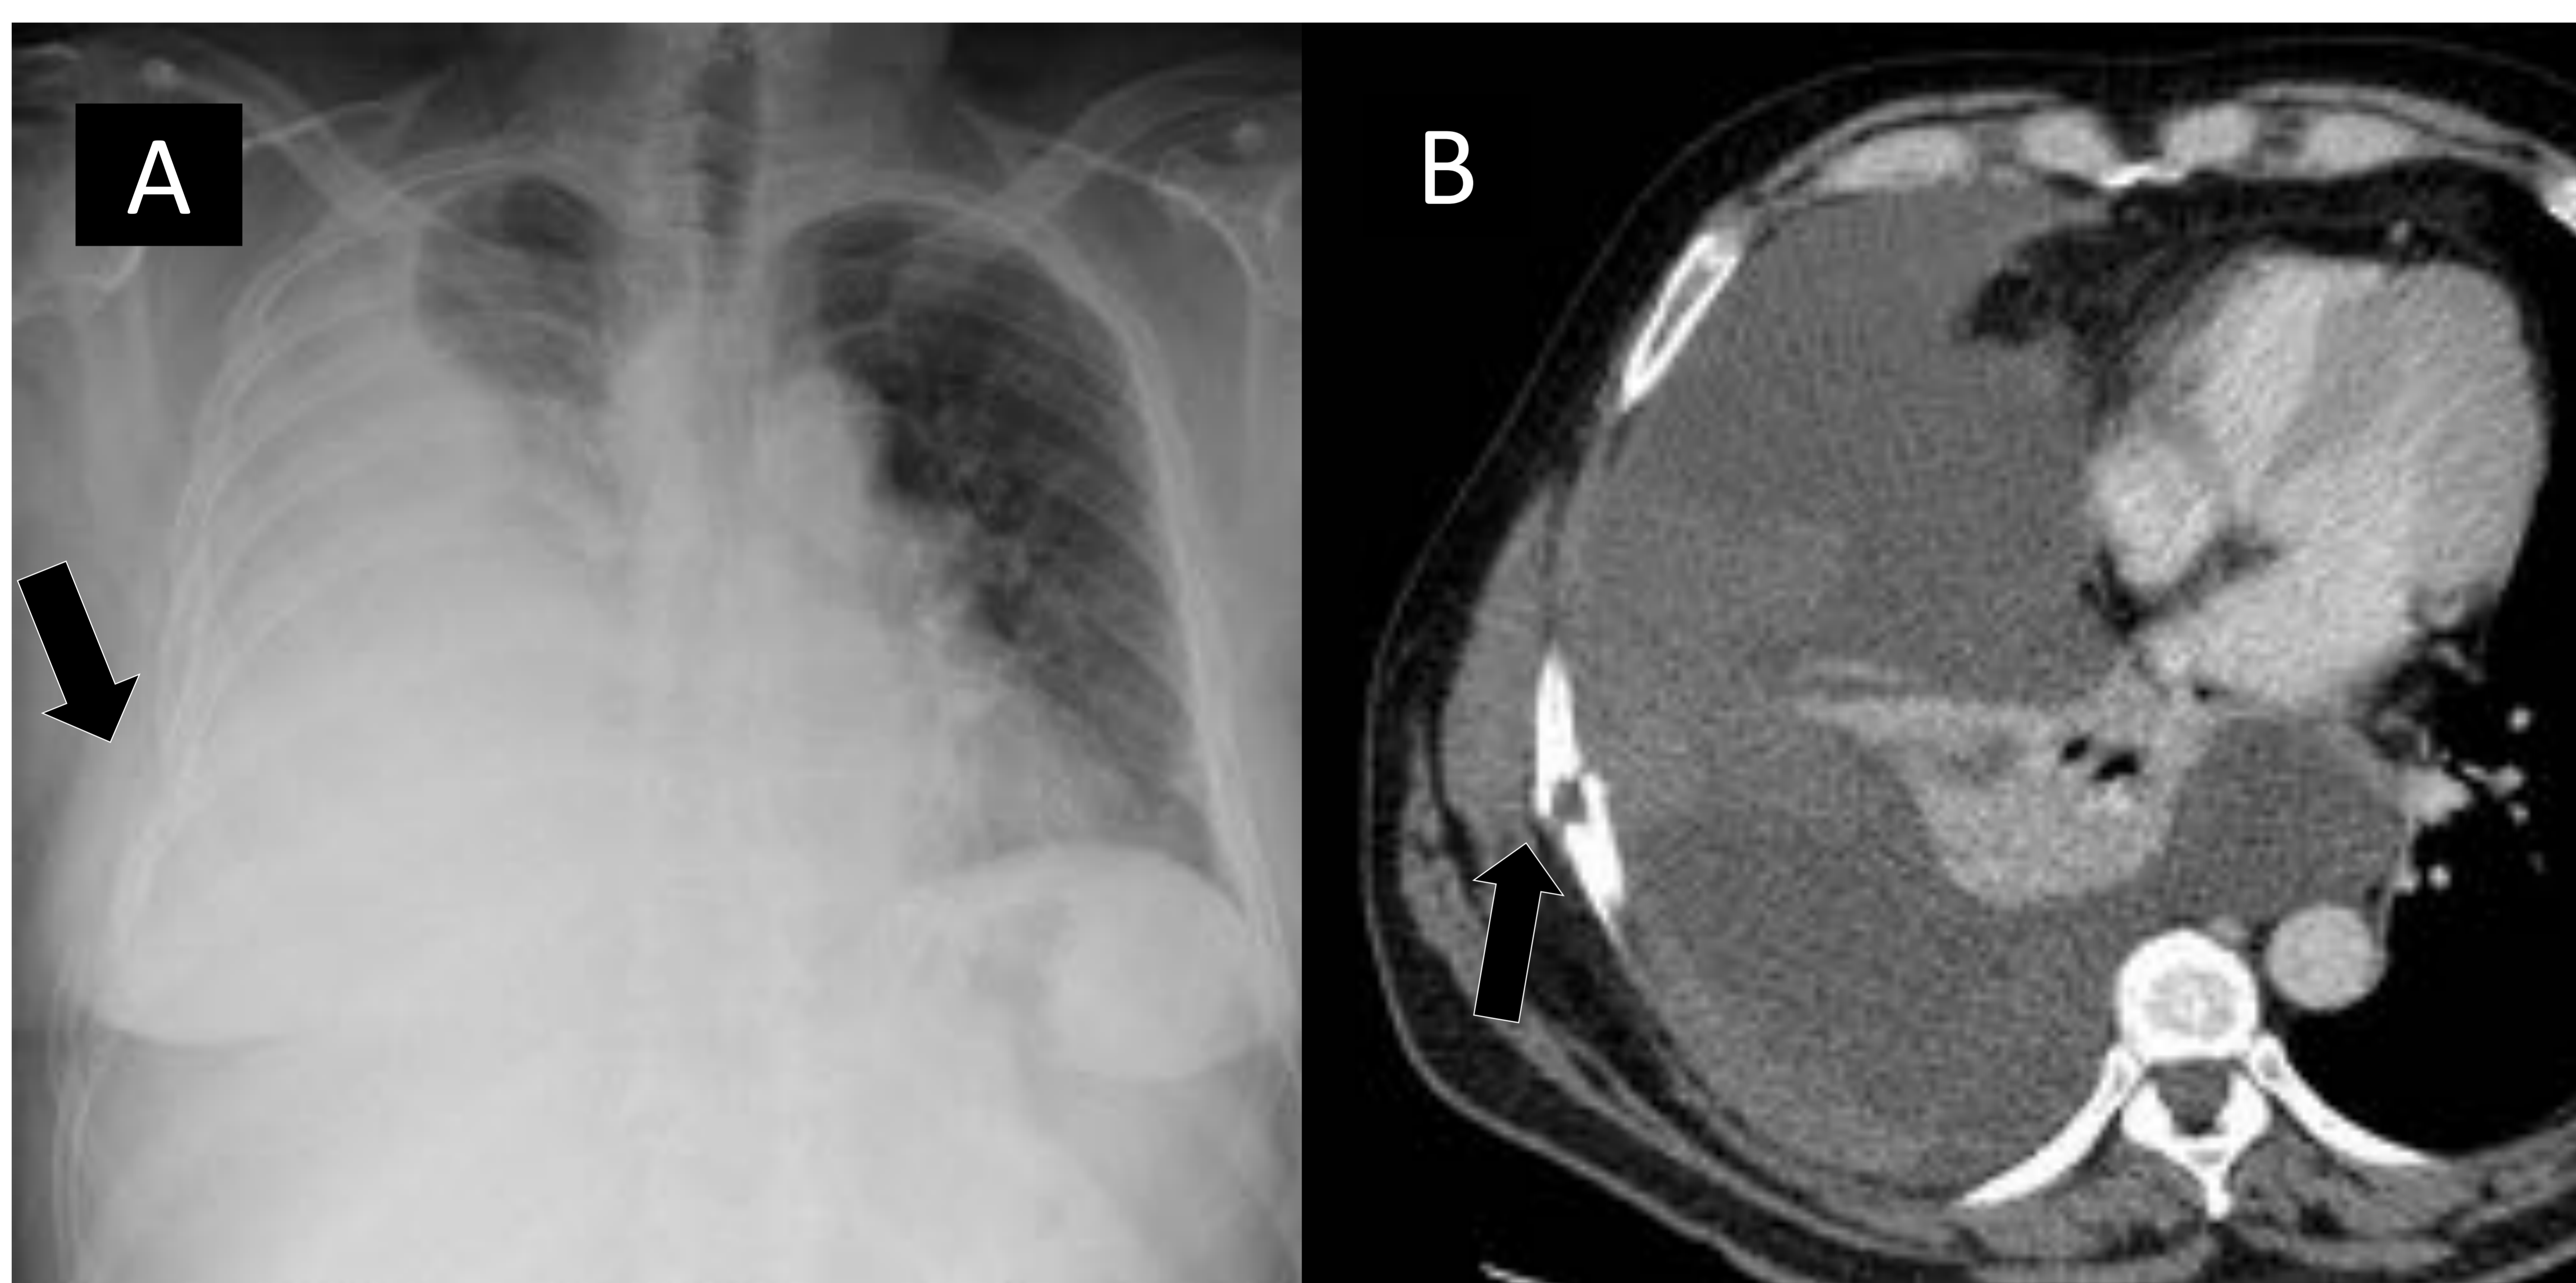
Radiografía de tórax AP (A) e imagen por TC con contraste (B). Varón de 53 años con traumatismo torácico cerrado por caída de escaleras. Acude por disnea progresiva y dolor pleurítico. Presenta fractura de séptimo y octavo arco costal derecho. Gran hemotórax derecho que condiciona atelectasia pasiva homolateral y desplazamiento contralateral del mediastino.
